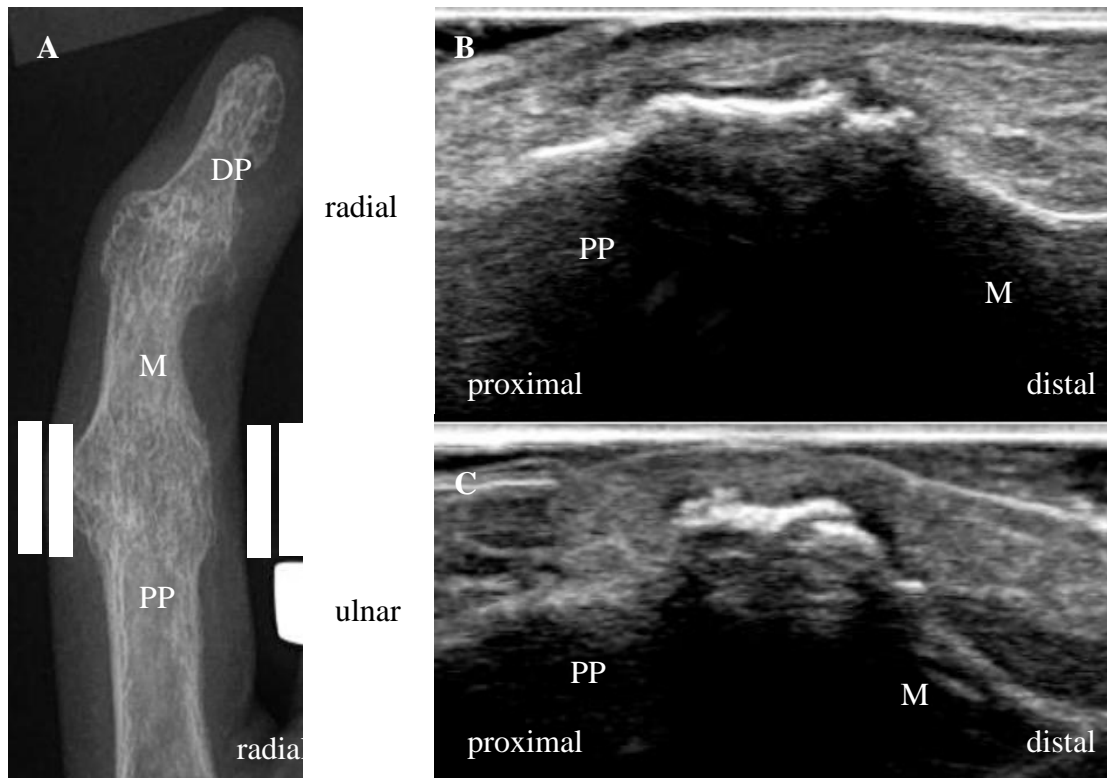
Darstellung der Phalanx 5 der linken Hand in der Röntgen- und Ultraschalldiagnostik. Röntgenaufnahme der Phalanx 5 der linken Hand im dorsovolaren Strahlengang (A); sonographische Darstellung des Proximalen Interphalangealgelenks (PIP) 5 radialseitig (B) und ulnarseitig (C) mit vollständiger Überbauung des Gelenkspaltes im Längsschnitt
